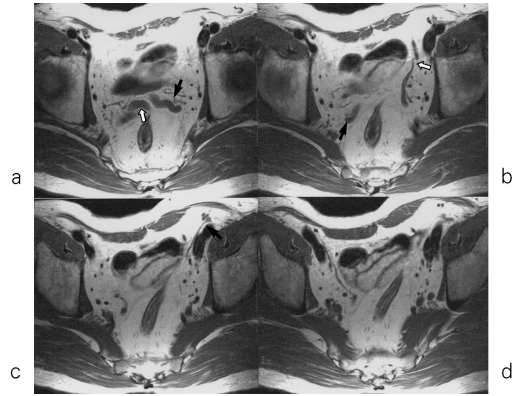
T1-weighted axial images
